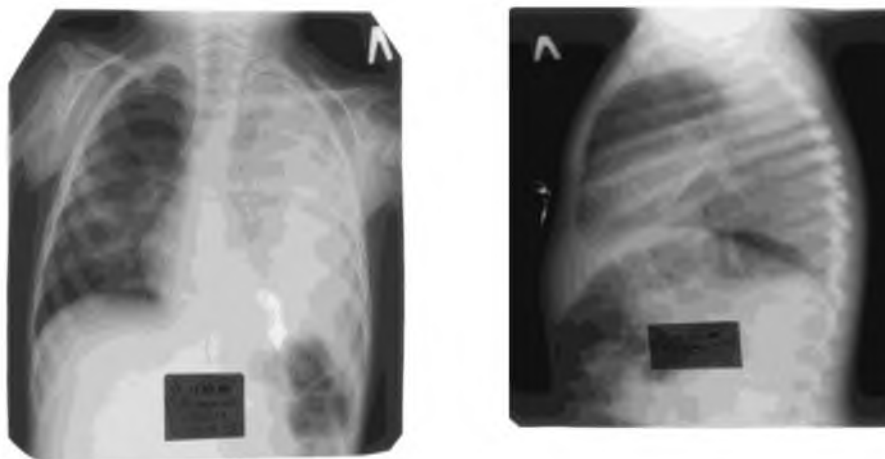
Рентгенография органов грудной клетки ребенка С. 2 лет от 16.11.2015 г.
